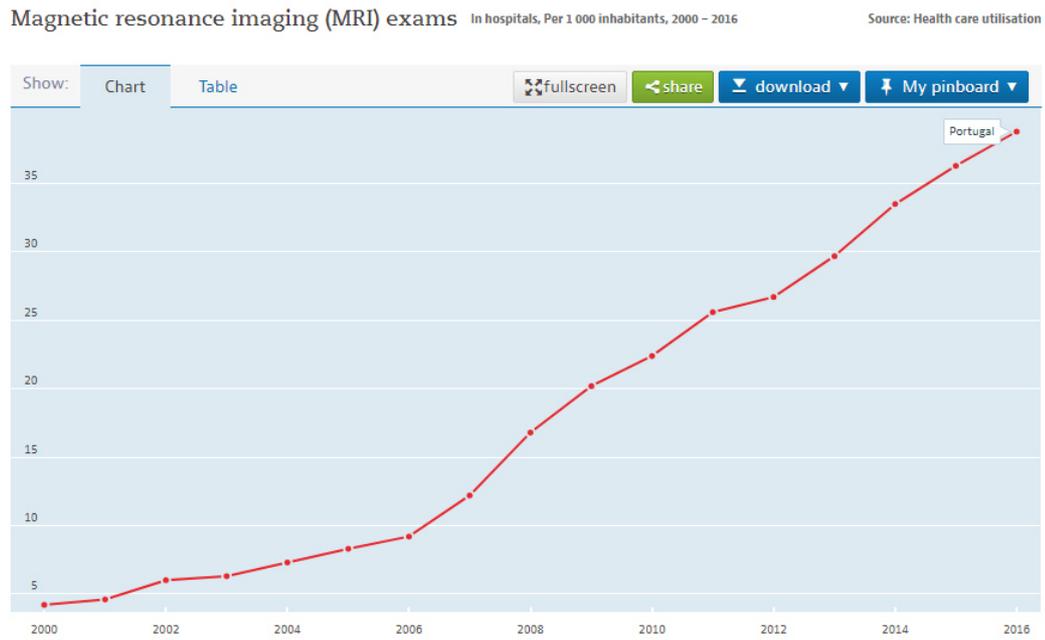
Número de exames de Ressonância Magnética em Portugal, por mil habitantes – Fonte: OECD
